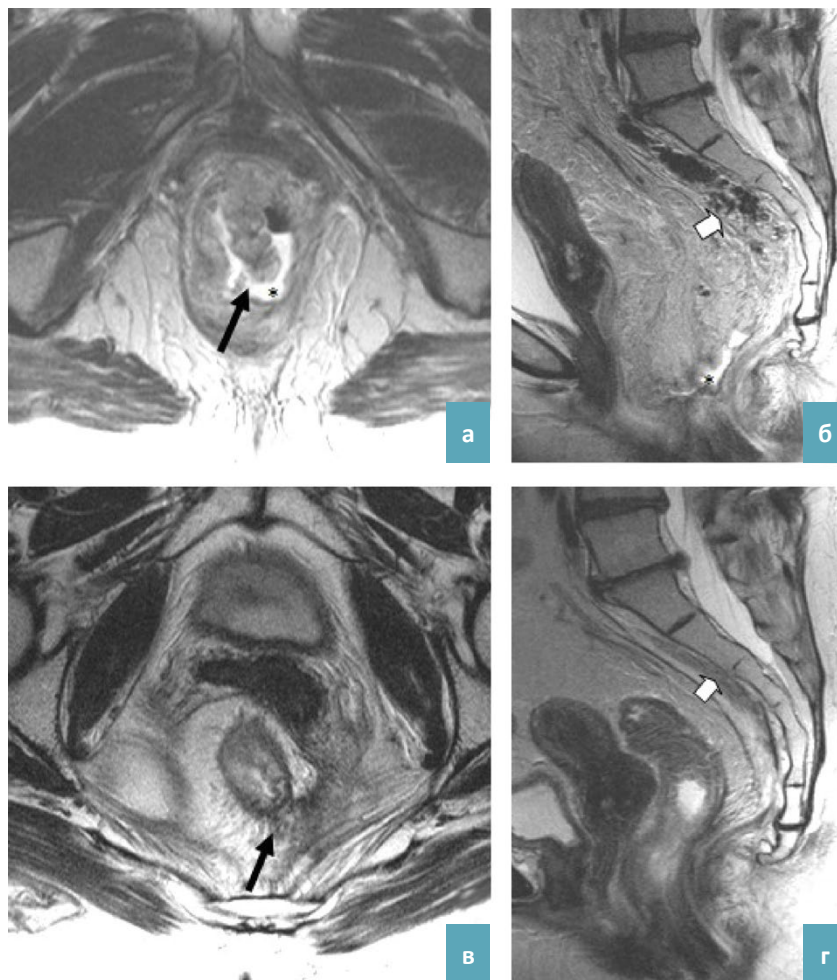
МРТ таза больной Г, 45 лет с диагнозом РПК рТ1 через 4 дня после ТЭМ (а, б) и через 12 нед. после разгрузочной колостомы (в,г): Т2-ВИ высокого разрешения в аксиальной плоскости на уровне иссечения опухоли – а) дефект стенки кишки (черная стрелка) с пристеночным скоплением жидкости и газа (звездочка) и в) последующая регрессия указанных изменений с формированием рубцовых изменений в стенке кишки и мезоректальной клетчатке (черная стрелка); Т2-ВИ в сагиттальной плоскости – б) пристеночное скопление жидкости (звездочка) и пузырьки газа в пресакральной клетчатке (белая стрелка) и г) резорбция скопления жидкости и пузырьков газа с фиброзными изменениями в пресакральной клетчатке.
